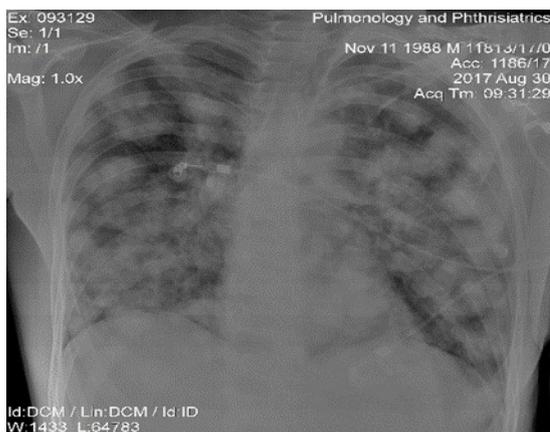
рентгенография органов грудной клетки, симптом «снежной бури»
